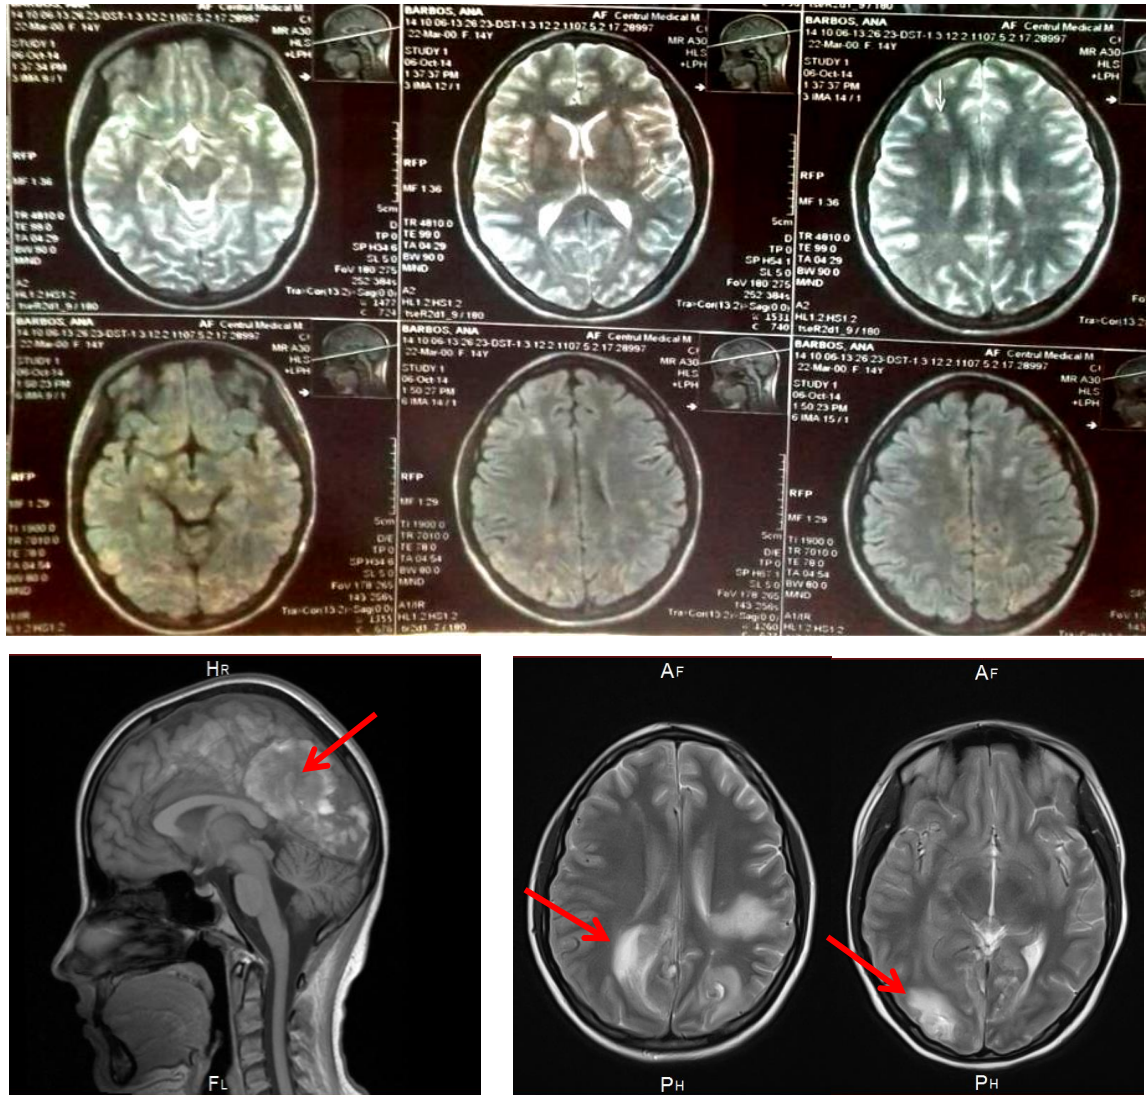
Copil 14 ani, aspect imagistic prin RMN cerebrală (peste două săptămâni) sugestive pentru vasculită cerebrală difuză, prezentată prin multiple arii de ischemie cu transformare hemoragică la nivelul lobilor parietooccipitali bilateral și la nivelul talamusului pe stânga (8,16 mm), în aparență imagistică mixtă în T1p, T2p și FLAIR. Hematom subdural la nivelul emisferei drepte, cu diametrul transvers până la 18 mm parietooccipital pe linia mediană. Multiple microhemoragii.
